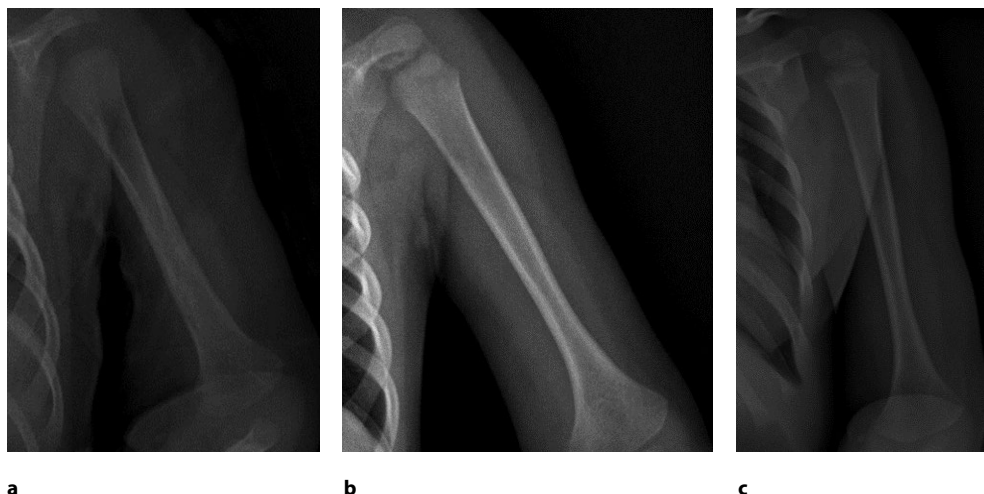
Пациентка Р. (спустя 3 и 19 месяцев с момента операции). Рентгенограммы левой плечевой кости после перенесенного неонатального остеомиелита, осложненного поперечным переломом: а – в прямой проекции спустя 3 мес.; б, с – в 2 проекциях спустя 19 месяцев
